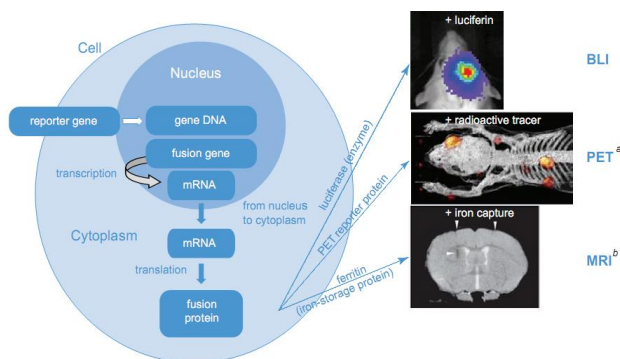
Principiul de imagistica moleculară. O gena reporter este atașat la o gena de interes pentru a crea o fuziune de gena, care este copiată (transcrisă) într-un molecule messenger RNA (mRNA). mRNA se mută de la nucleul la citoplasma unde codul său este folosit în timpul sinteza de o proteină (traducere mRNA în proteine). În funcție de natura de gena-reporter proteina de fuziune este o proteină reporter care este fluorescentă (produce lumina), capturează fier (vizibil în MRI) sau interacționează cu un traser radioactiv (vizibil în SPECT sau PET). (Amabilitatea de Prof. C. Deroose, Departamentul de Medicina Nucleară.)
